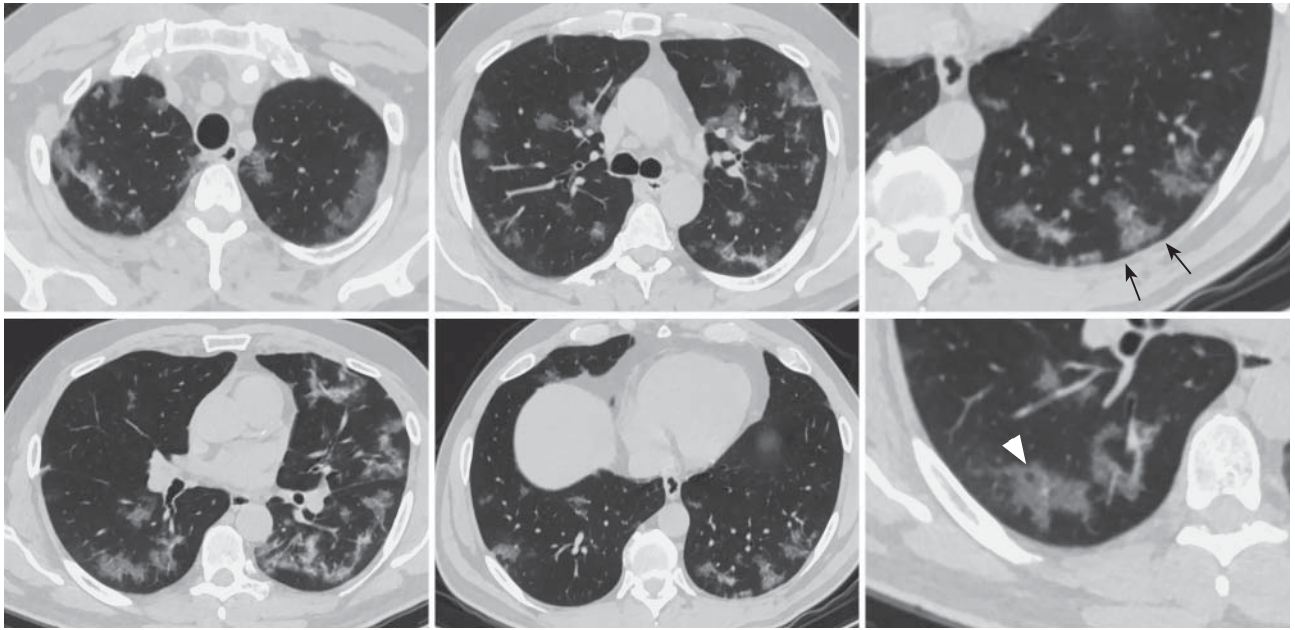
КТ ОГК в аксиальной проекции с увеличенными фрагментами от 22.03.2020. Пациент 46 лет, COVID-19 (ПЦР). Двустороннее поражение легких в виде сливных очагов и участков “матового стекла” с наличием интактной субплевральной полосы – “sparing” (стрелки), а также симптома “вакуоли” (головка стрелки).
